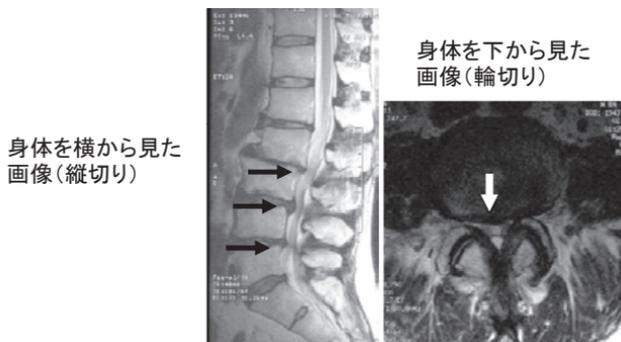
腰部脊柱管狭窄症のMRI画像 矢印の部分で脊柱管(神経を入れている骨の管)が狭くなっています。
